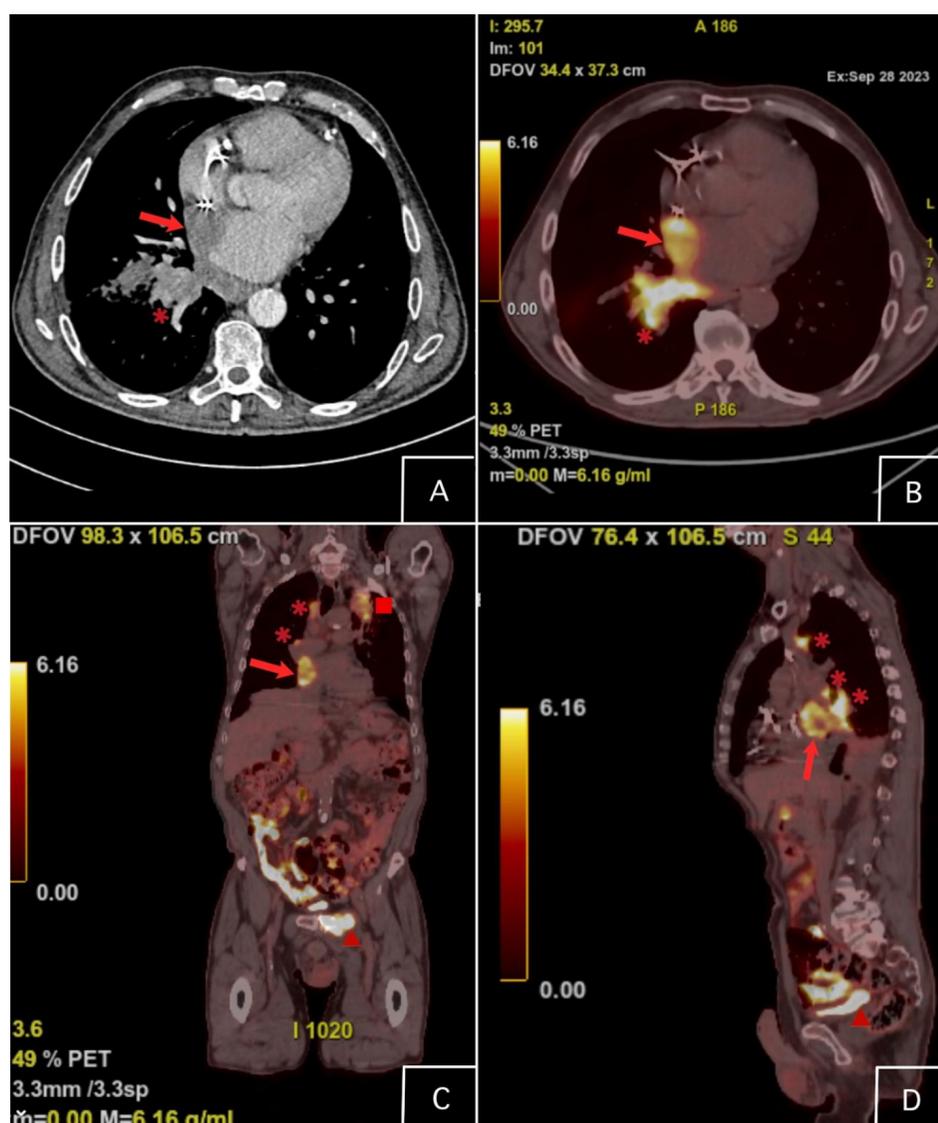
En TC-torácico eje transversal (A) se aprecian dos imágenes hipodensas con intensa captación en PET-TC (B) sugestivas de malignidad que corresponden con un gran conglomerado adenopático (asterisco) y la infiltración de la aurícula derecha (flecha). Estas mismas lesiones se aprecian en el plano coronal y sagital (C y D) donde también se muestra el tumor primario en el ápex pulmonar izquierdo (cuadrado) y la metástasis ósea (triángulo).
